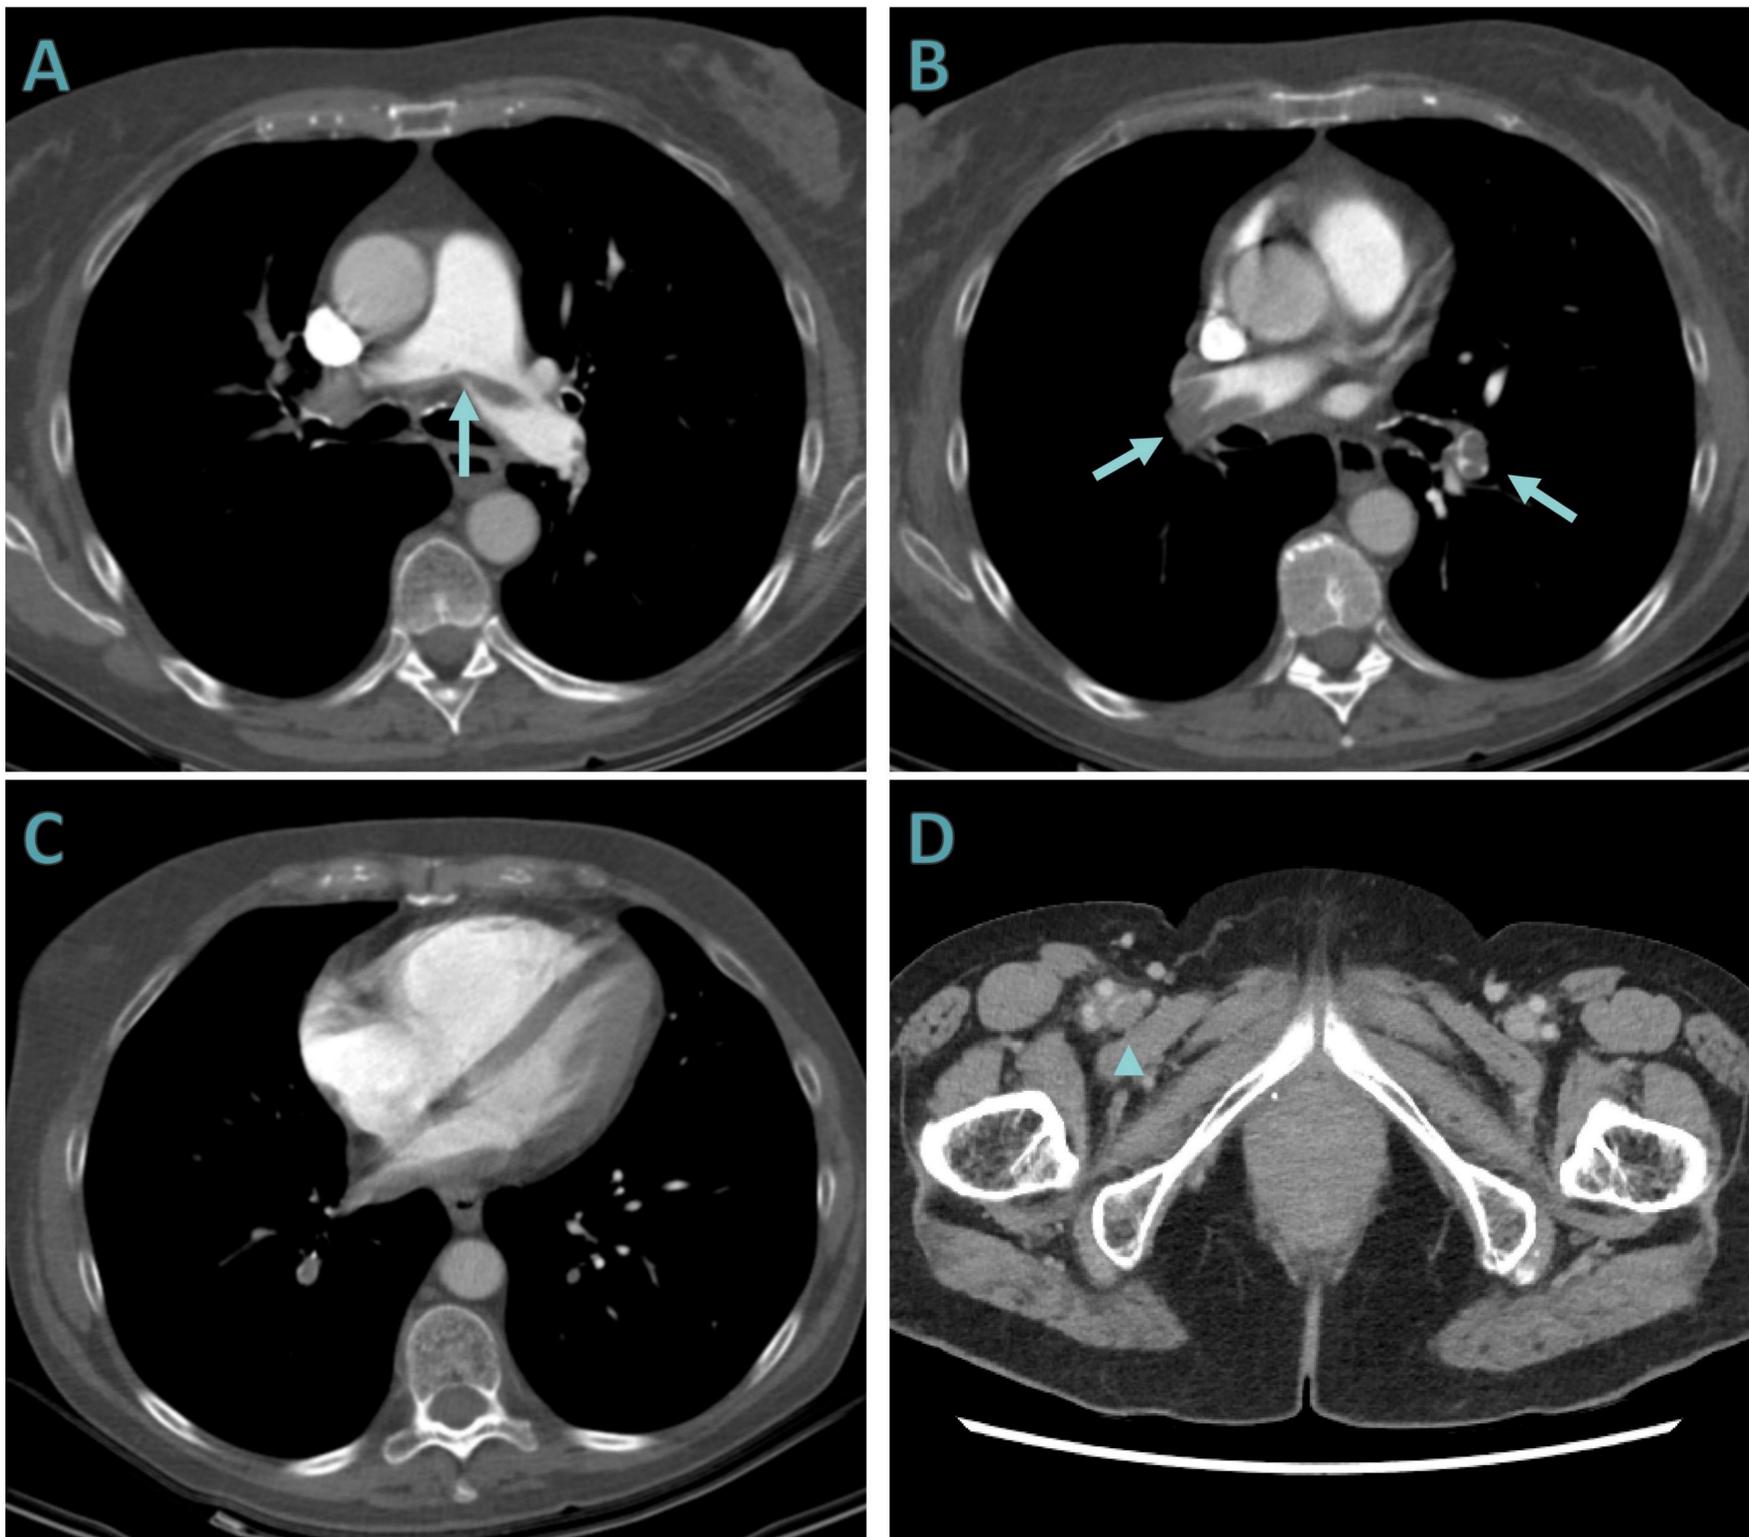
Mujer de 60 años sin factores de riesgo protrombóticos que presenta disnea súbita y dolor en extremidad inferior derecha tres días después de recibir la vacuna frente al SARS-CoV-2. Ante la alta sospecha clínica, se realiza un angioTC de arterias pulmonares que confirma la existencia de un tromboembolismo pulmonar bilateral. A y B) Trombo acabalgado en el tronco de la arteria pulmonar principal que se extiende a ramas lobares y segmentarias de forma bilateral. C) Rectificación del tabique interventricular como signo de sobrecarga de cavidades derechas. D) Pocos días después se realiza TC abdominal para descartar otra patología subyacente, en el que se observa un defecto de repleción en la vena femoral derecha (cabeza de flecha). No se objetivaron otros hallazgos.
